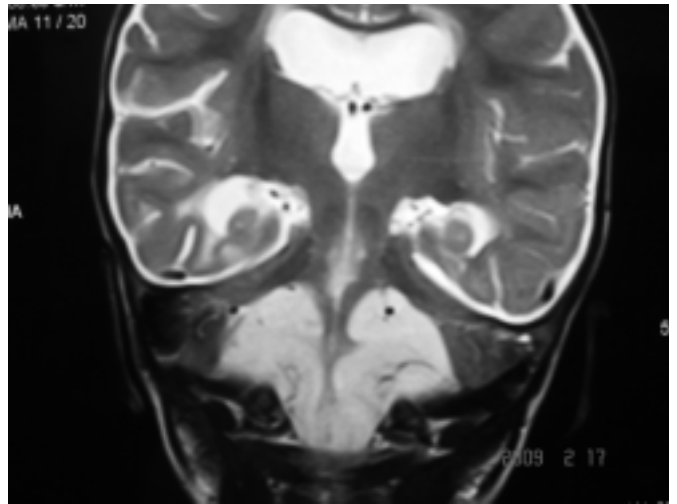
IRM coronal inicial en fase T2 con una gran lesión difusa hiperintensa cerebelosa medial y parasagital, bilateral, simétrica, con preservación parcial del patrón foliar y sin edema perilesional.
